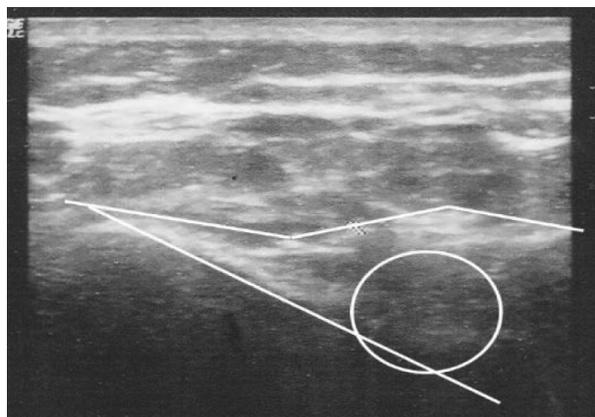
УЗИ мягких тканей поясничной области пациента П. до лечения
